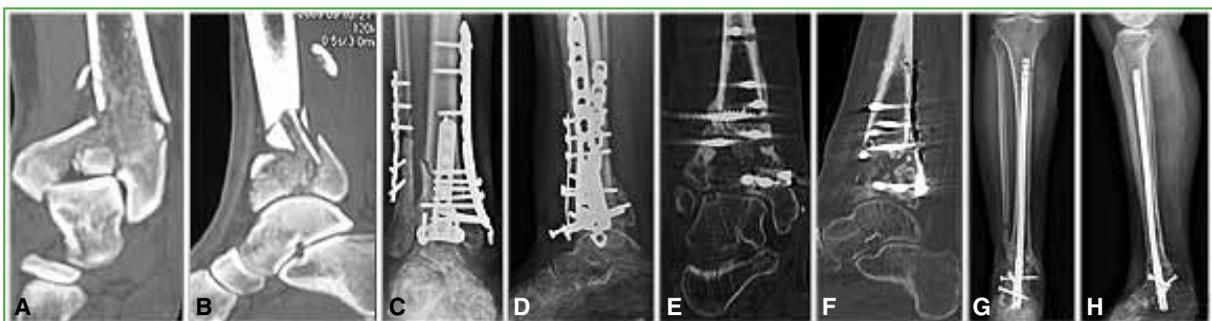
Tomografía computarizada de tobillo, cortes coronal (A) y sagital (B). Se observa la fractura del pilón tibial derecho asociada a una fractura de peroné. C y D. Radiografías de tobillo, de frente, luego de la reducción y osteosíntesis. E y F. Tomografía computarizada de tobillo, cortes coronal y sagital. Control luego de múltiples limpiezas por un foco infeccioso. Se detectan importantes cambios degenerativos articulares. G y H. Radiografías de pierna, de frente y de perfil, luego de una artrodesis tibio-calcánea retrógrada con un clavo recubierto de cemento con antibiótico.
